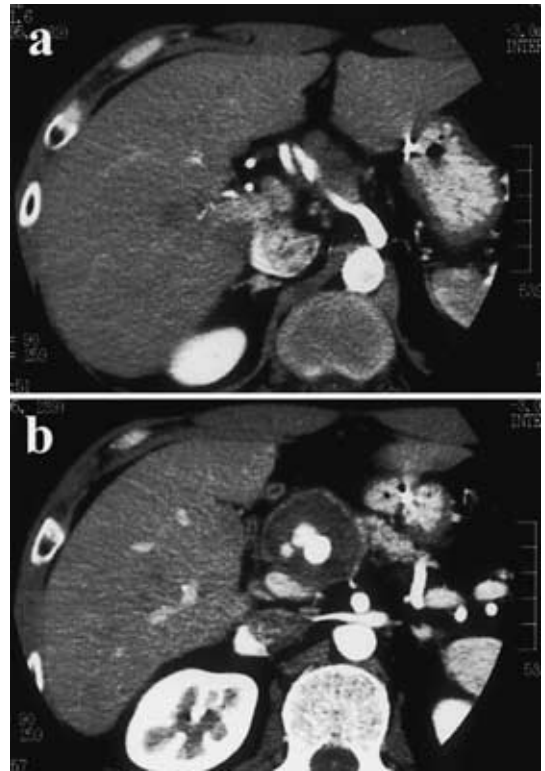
(a) CT showed that the aneurysm was closely located near CHA. (b) Aneurysm, 4.1 × 3.8cm in diameter, had thick thrombus inside of the wall.
